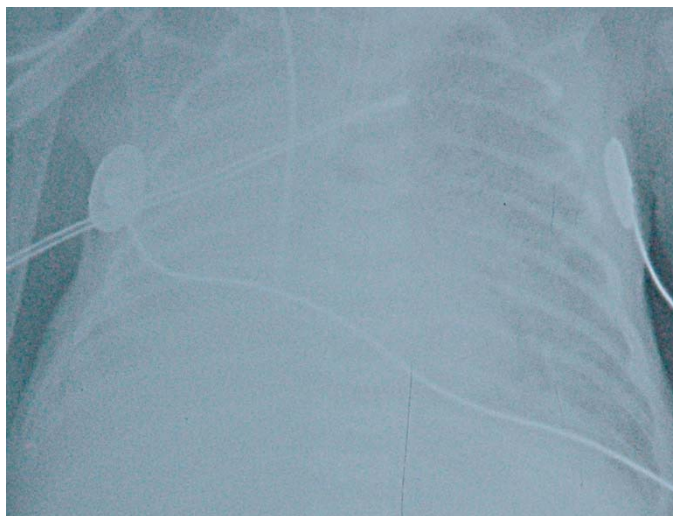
БЛД на рентгенограммах органов грудной клетки:
